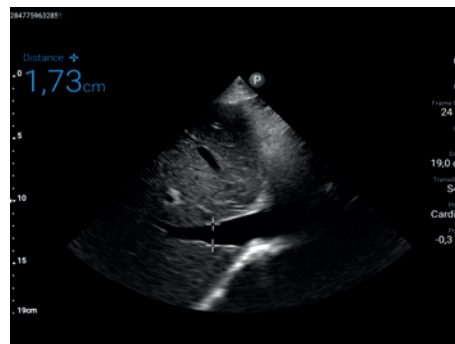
Оценка волемического статуса пациента по данным УЗИ-ассистированного осмотра.
